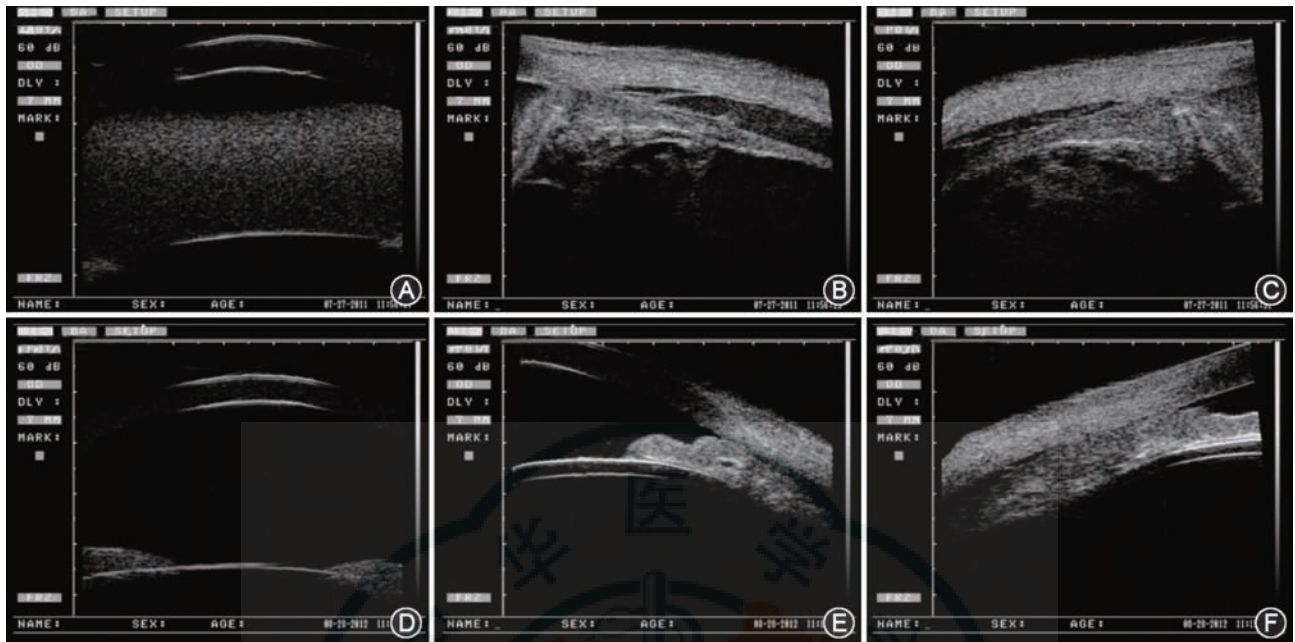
右眼拳击伤后眼球破裂后2个月患者(图1患者)右眼折叠式人工玻璃体(FCVB)植入术前后不同时间右眼超声生物显微镜检查结果 A、B、C分别示术前不同部位,可见前房积血,睫状体脱离;D、E、F分别示术后1年不同部位,可见FCVB囊膜反射,FCVB与睫状体接触并未压迫睫状体
